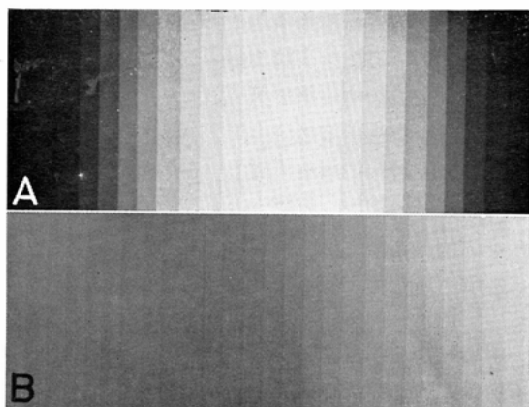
Step of aluminium was exposed twice to one X-ray film. At first, the step was laid declining from the right to the left. At second, it was replaced so as to decline from the left to the right. A: Conventional black and white roentgenogram. Determination of whether the step was exposed twice so as to be laid conversely or the subject being increased in thickness to the central part was exposed is uncertain. B: Chromatoroentgenogram. It is finely disclosed that in magenta phase the step was more thick at the right than at the left, and in green phase more thick at the left than at the right.
